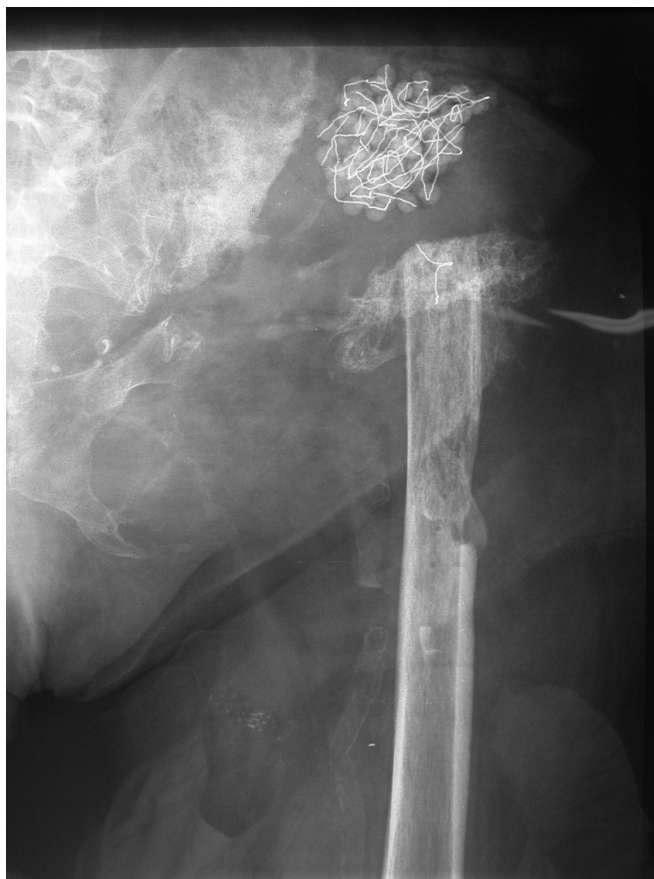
Röntgenbild eines Patienten mit einer tiefen Hüftprotheseninfektion nach Ausbau der Implantate und Rekonstruktion mit einer Girdlestone-Hüfte
